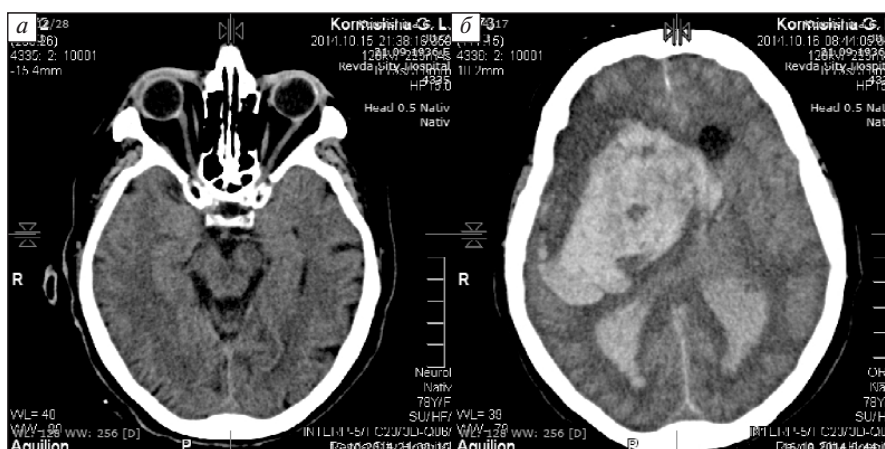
Симптомная паренхиматозная гематома II типа с фатальным исходом. КТ головного мозга до (а) и через 24 ч после (б) проведения тромболитиза
